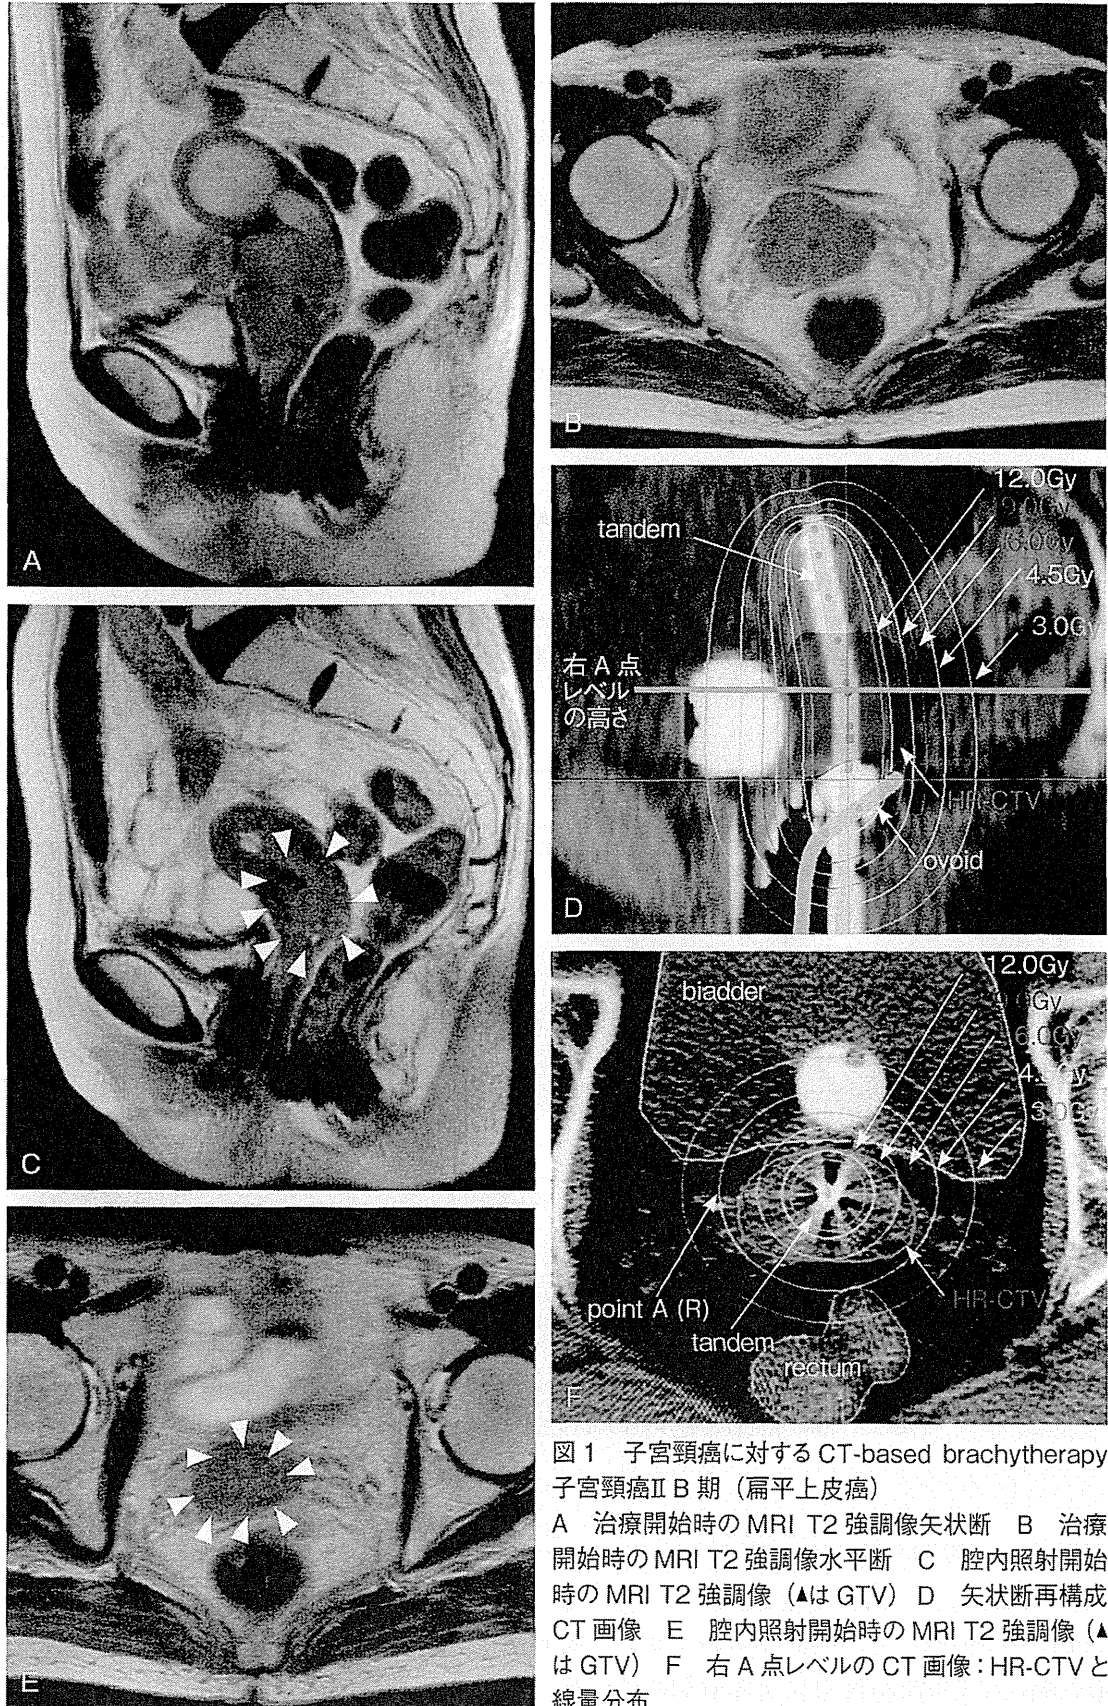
子宮頸癌に対するCT-based brachytherapy
